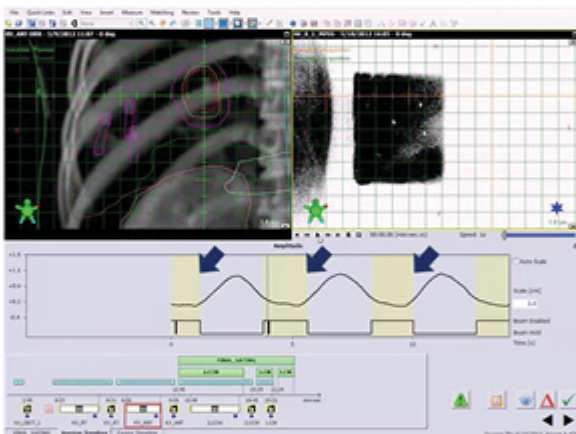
호흡동기방사선치료: 치료 중 환자의 호흡 주기를 파악하여 숨을 내쉬는 때에만 방사선을 조사하여(파란색 화살표) 방사선 조사 범위를 줄임.
